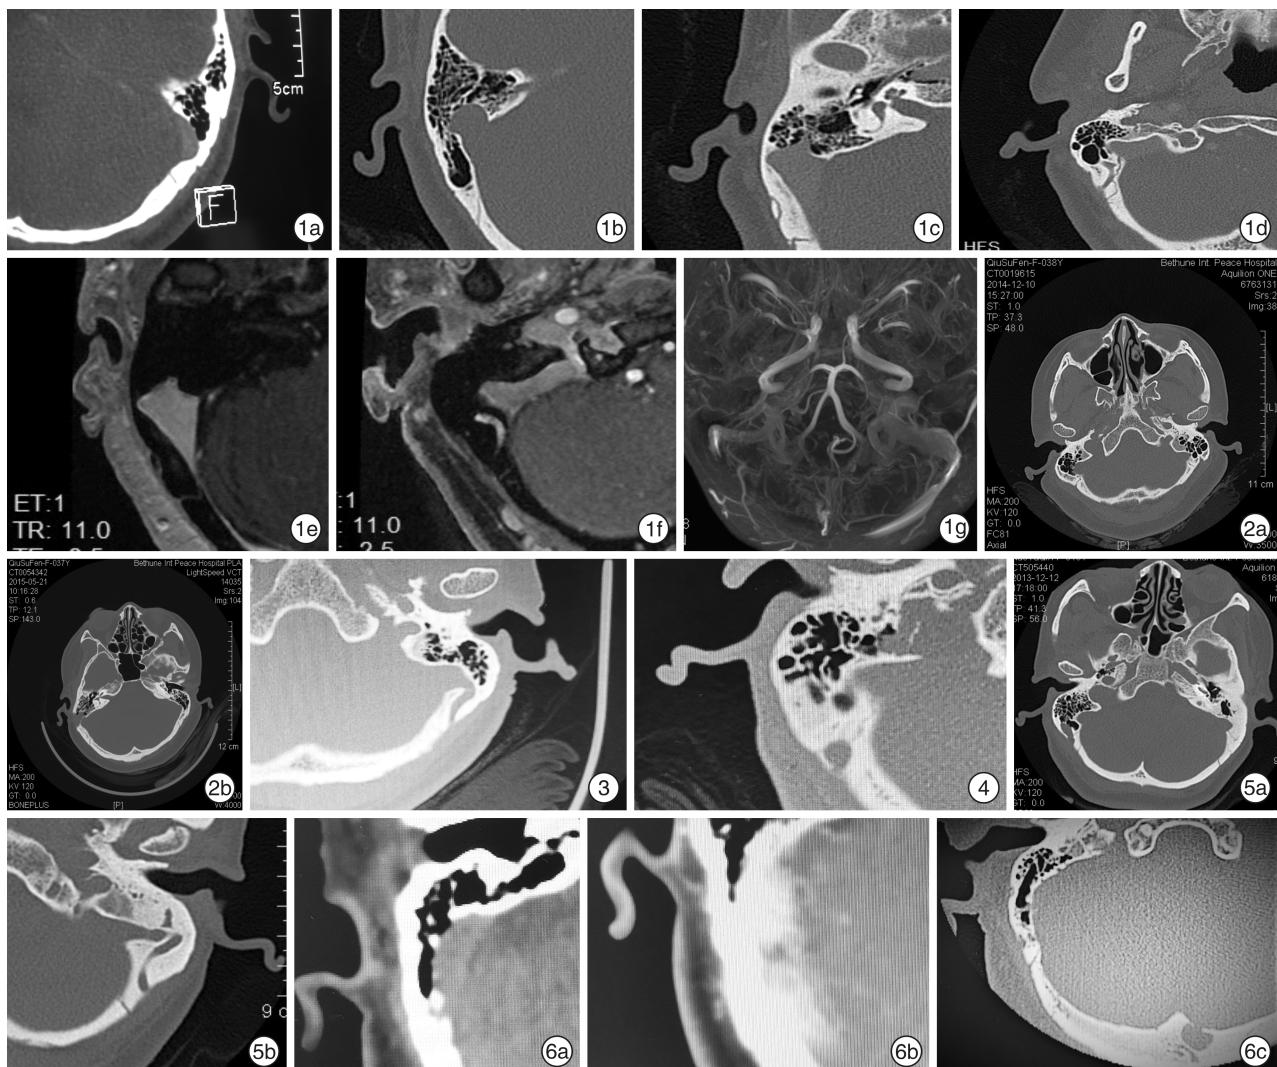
采用骨算法HRCT和头颅磁共振增强三维扰相梯度回波序列检查并做多平面重组,曲面重组等图像分析 1a:左侧乙状窦前壁骨壁缺失型;1b:右侧乙状窦憩室;1c:CT示右侧乳突导血管畸形合并乙状窦骨壁缺失;1d:CT示右侧乳突导血管畸形合并乙状窦憩室;1e:MRI示右侧乳突导血管畸形合并乙状窦骨壁缺失;1f:MRI示右侧乳突导血管畸形合并乙状窦憩室;1g:左侧乙状窦优势引流;图2 右侧SSDD手术前(2a)和手术后(2b); 图3 左侧乳突导血管扩大畸形内口径为4.4 mm,外口径为3.5 mm; 图4 右侧乳突导血管畸形合并颈静脉球乳突侧憩室; 图5 双侧乳突导血管扩大畸形 仅右侧PT(5a),左侧硬化型(5b),无PT; 图6 右侧乙状窦前壁骨壁缺失(6a)+弥漫性动静脉瘘(6b)+蛛网膜颗粒(6c)
